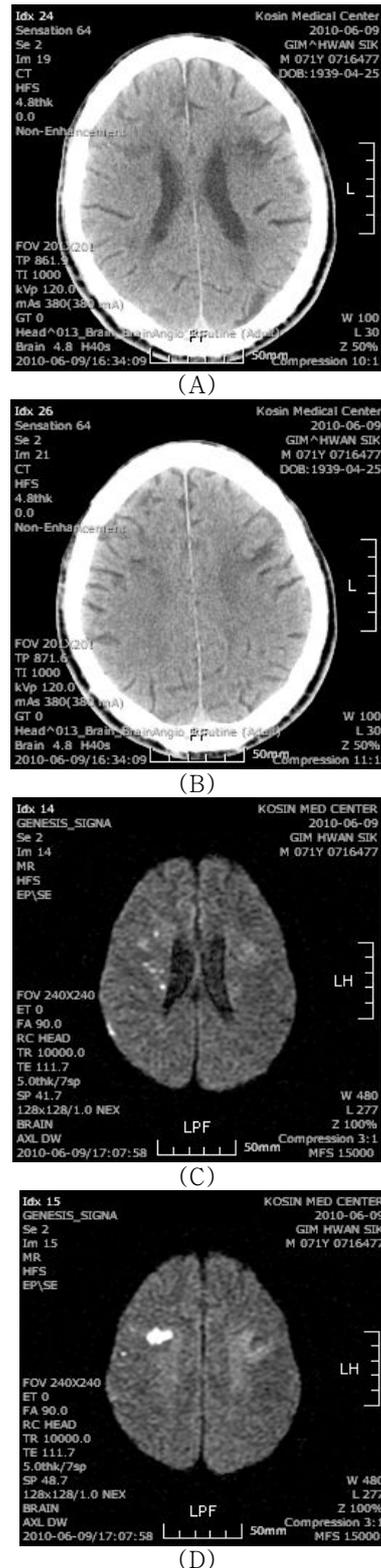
Brain CT and MRI of a patient. Brain CT shows suspicious low density lesions in the right anterior centrum semiovale region and focal encephalomalacia in the left frontal lobe (A, B). Diffusion weighted MRI shows multiple small high signal intensity lesions in the right middle cerebral territory (C, D).
